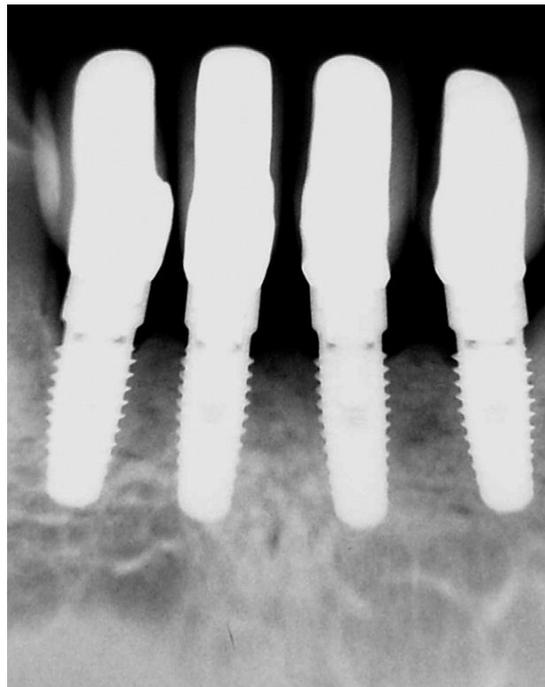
Radiografía periapical mostrando los cuatro implantes osteointegrados.²⁵
